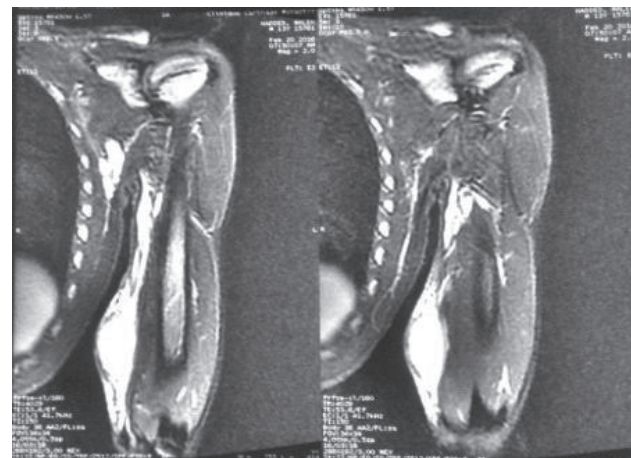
^c : aspect du bras à l'IRM (coupe coronale T2).
